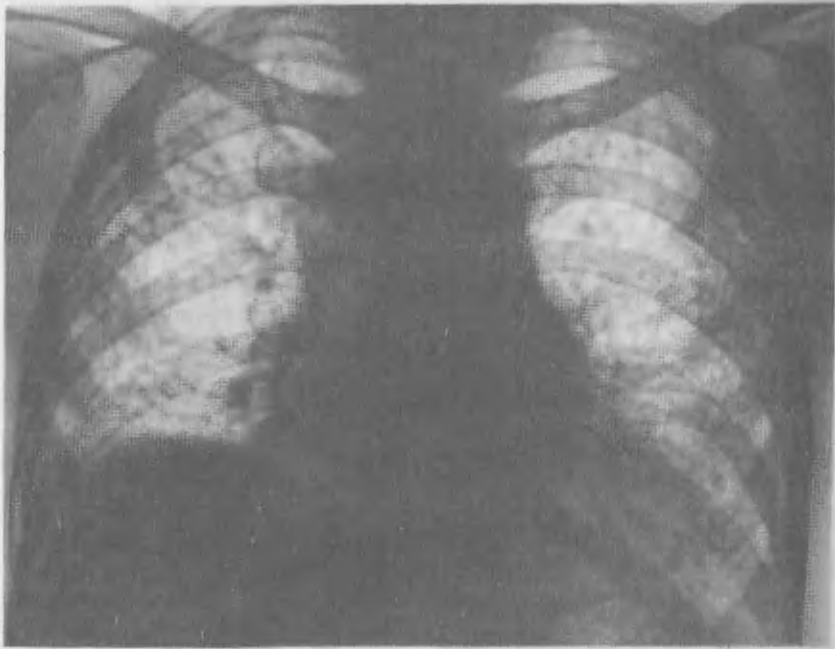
Рентгенограмма легких при фиброзирующем альвеолите на почве лекарственного воздействия. Диффузный сетчатый фиброз с неравномерным поражением легких (преимущественно нижних отделов и кортикальных слоев).
